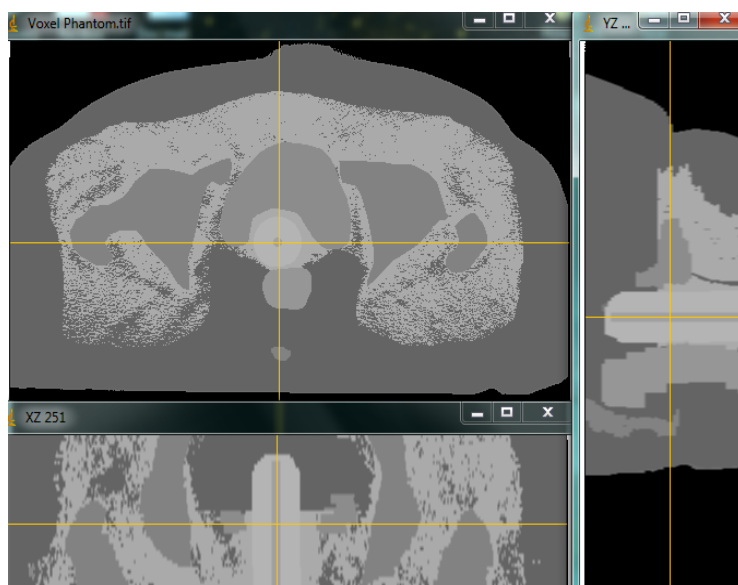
Planos axial, coronal e sagital do fantoma antropomórfico de voxel obtido a partir da sequência de imagens de CBCT.
